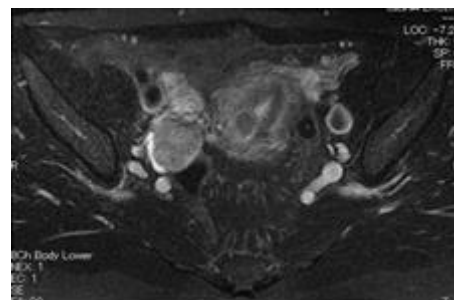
骨盤部 MRI 画像 (T2 強調画像、水平断)
